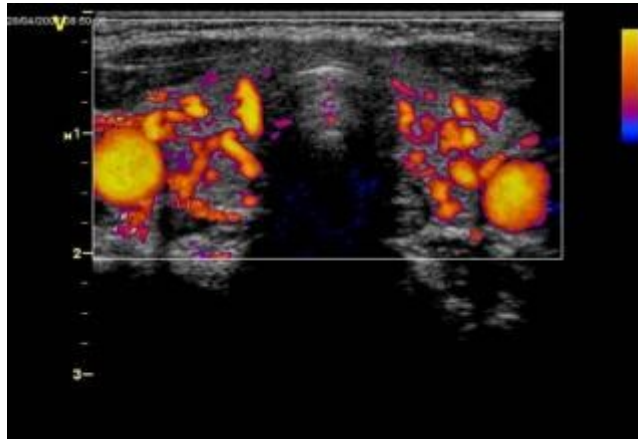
farbcodierte Dopplersonografie
